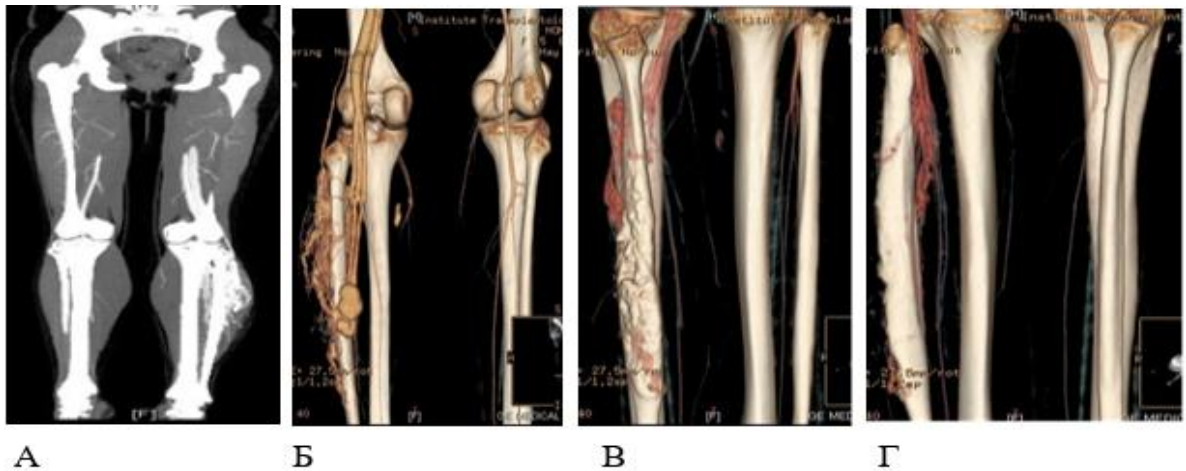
А), Б): МСКТ-ангіографія пацієнтки М., 13 років, група ІІІ. А), Б) стан перед відкритою операцією, після етапів ендovasкулярної корекції (РЕО АВ співустья з басейна ПВГА, МГА; В), Г) стан після відкритої операції – видалення гігантської АВМ.
